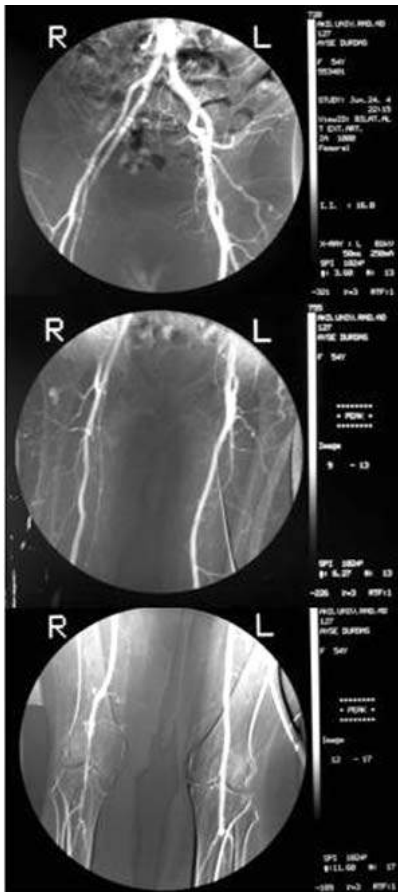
Olgunun preoperatif anjiyografisi (İnternal iliak arter PSA olarak devam etmekte, PSAA ve rüptüre olan segment izlenmekte)
